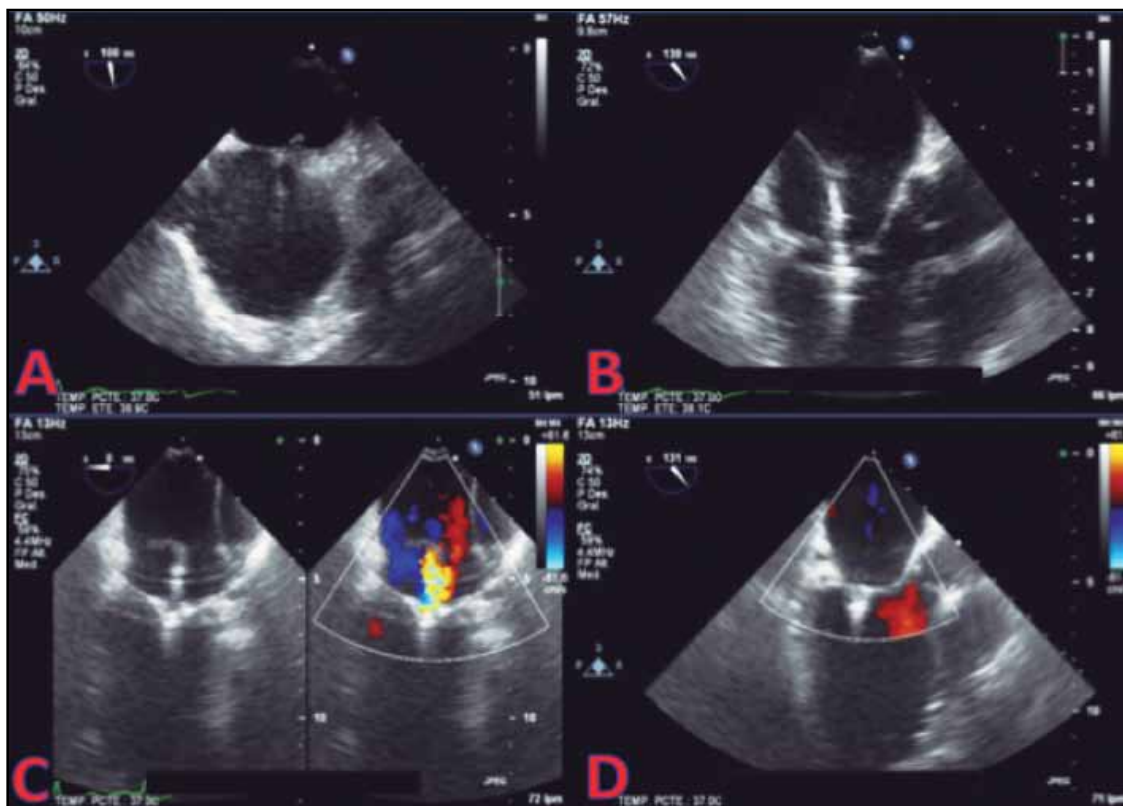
Secuencia de implante del dispositivo por ecocardiografía. A: punción septal; B y C: posicionamiento del dispositivo; D: Liberación
